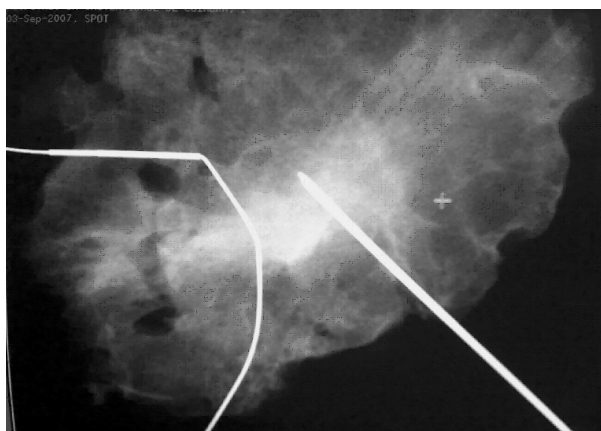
Radiografia da peça operatória.
